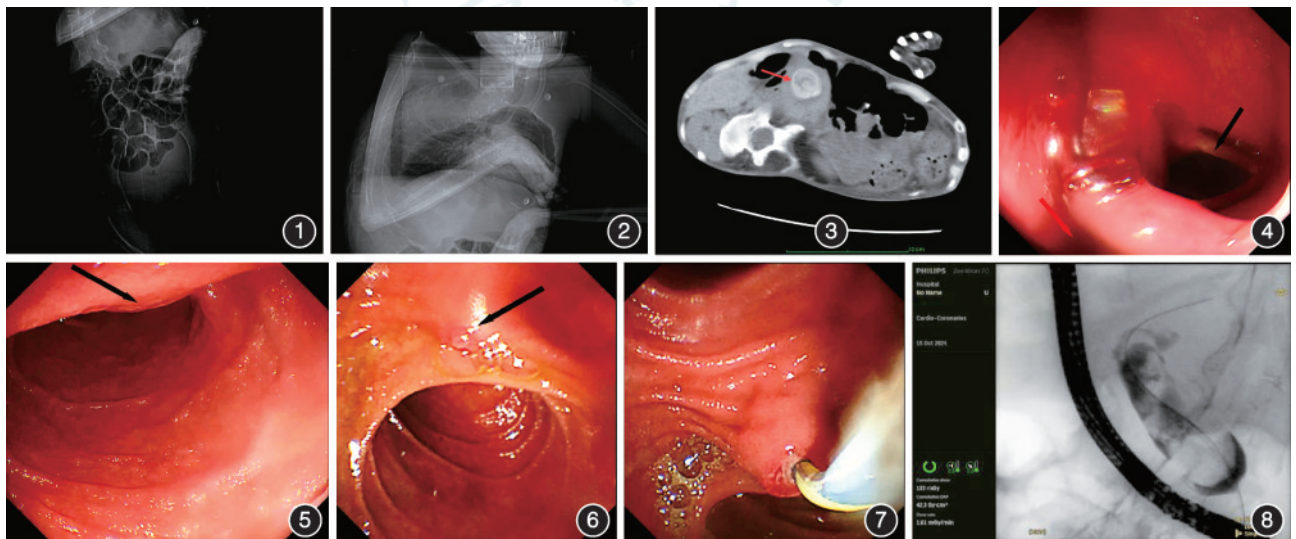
腹部平片示明显的脊柱侧弯 图2 胸部平片示胸腔不对称,纵隔气管左移 图3 腹部CT示胆总管扩张,管腔内见多发高密度结石影(红色箭头所示),最大径约2.5 cm 图4 胃镜下通过食管狭窄段,黑色箭头示声门,红色箭头示食管 图5 胃镜下于十二指肠降部见主乳头(黑色箭头所示) 图6 十二指肠镜下于十二指肠降部再次显露主乳头(黑色箭头所示) 图7 十二指肠镜下黄斑马导丝选择性胆管插管成功 图8 内镜逆行胆管造影示胆总管扩张,管腔内见多发充盈缺损
